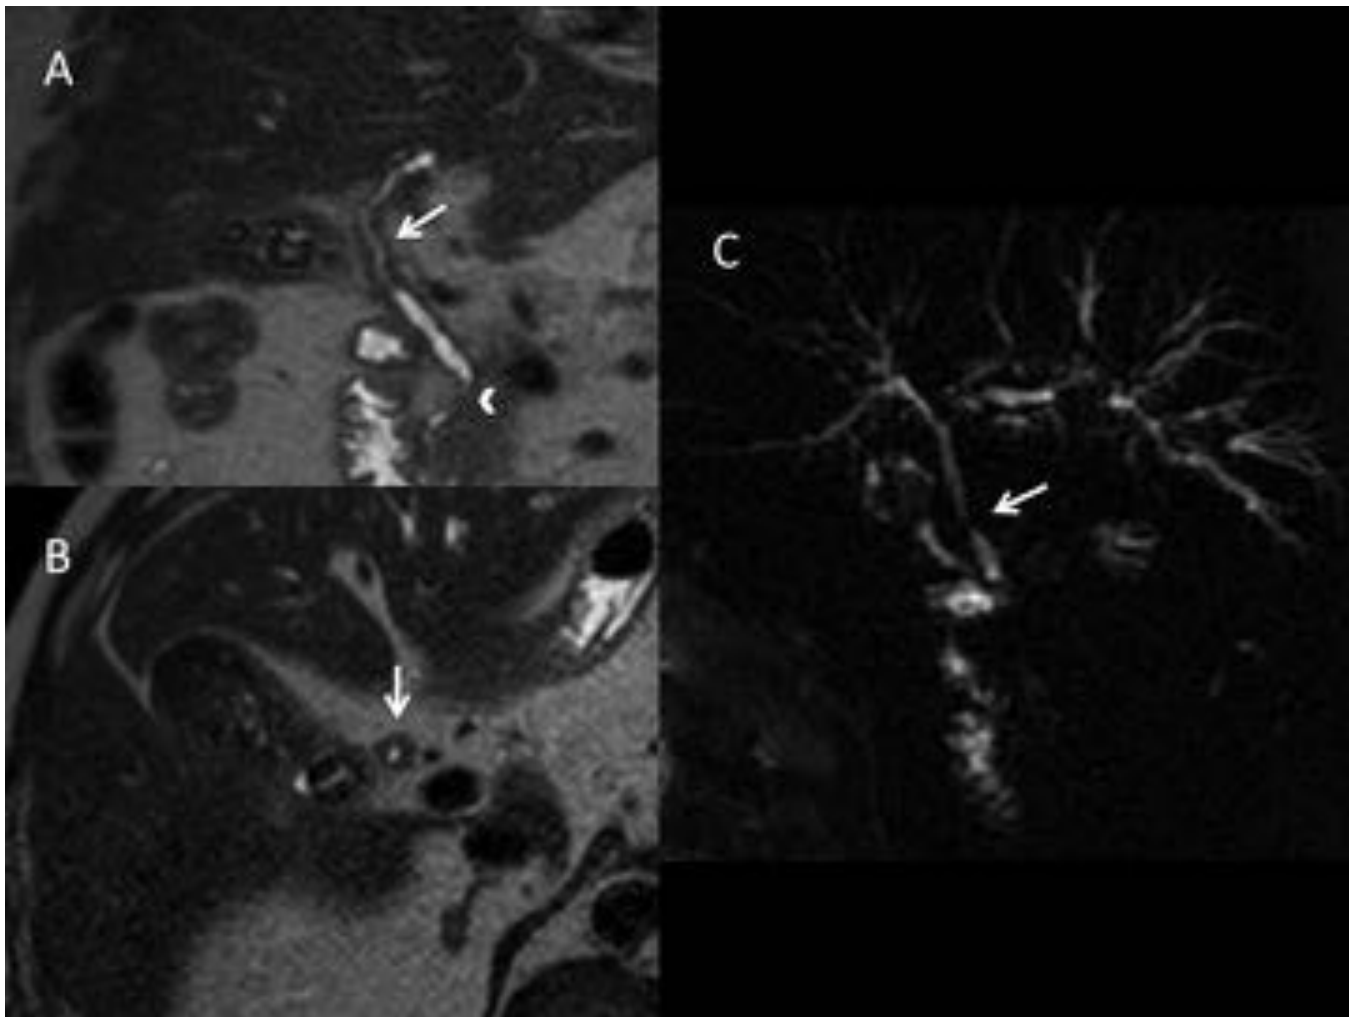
Colangitis de repetición en paciente con pancreatitis autoinmune conocida. La colangio-RM muestra un engrosamiento mural del conducto hepático común(flecha) que condiciona una estenosis irregular de calibre filiforme. Estenosis del segmento distal del colédoco a nivel intrapancreático (cabeza de flecha). Calibre filiforme de las dos ramas sectoriales izquierda y derecha a nivel central-preconfluencia (C).
